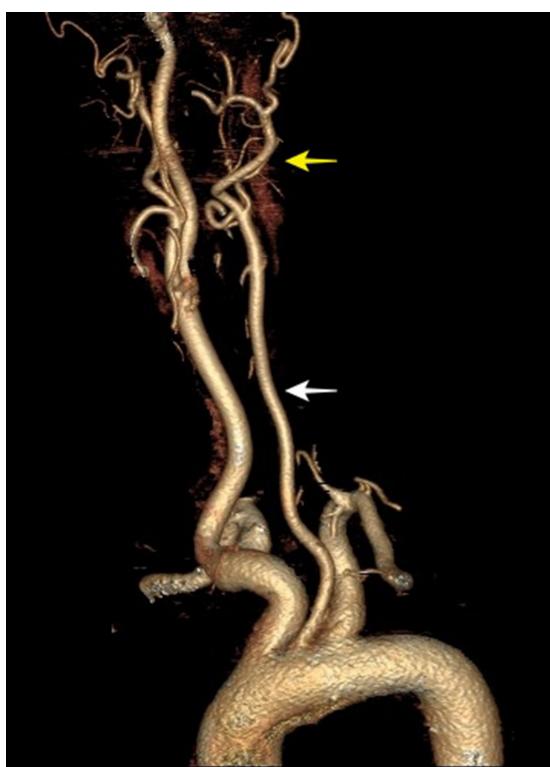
Angiotomografia evidenciando perviedade da artéria carótida comum esquerda (ACC ESQ) (seta branca) em continuidade com a artéria carótida externa esquerda (ACE ESQ) (seta amarela) e agenesia de artéria carótida interna esquerda (ACI ESQ).
